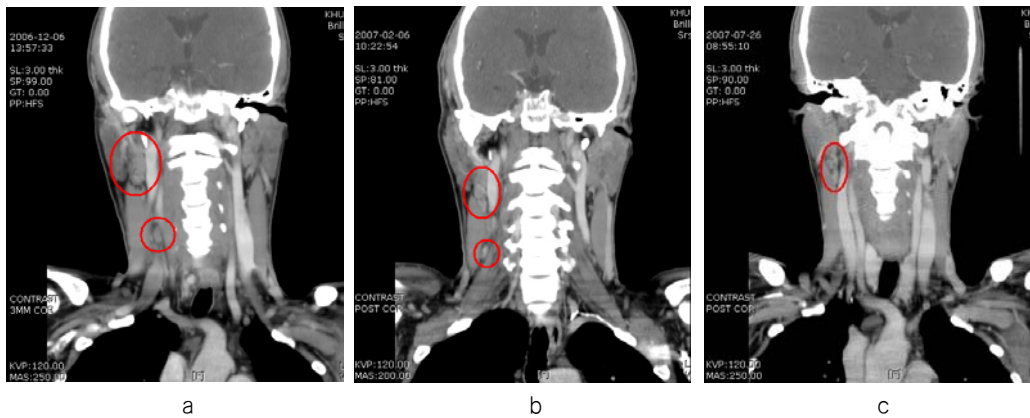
Chronological Neck CT Imaging of the patient. The size of nmass decreased after 4 months of ARV intake. Circle denoted by the author. a.(2006. 12. 06) b.(2007.02.06) c.(2007.07.26)
